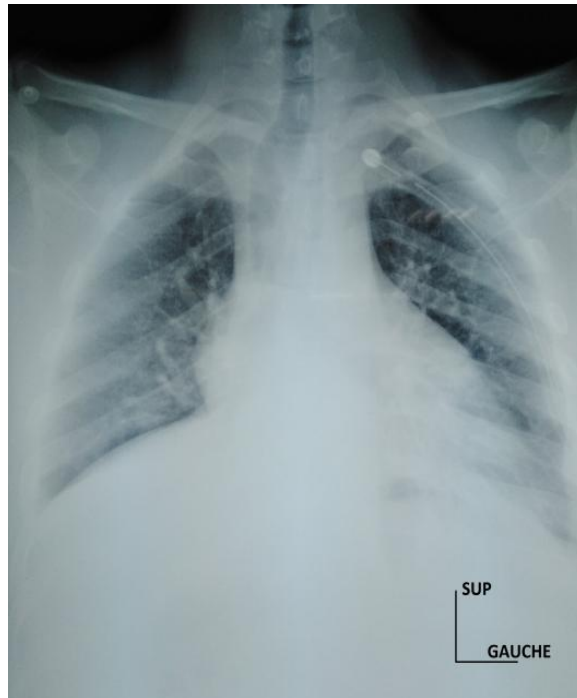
Radiographie thoracique de face en postopératoire immédiat montrant un aspect normal avec un drain thoracique gauche en place.
